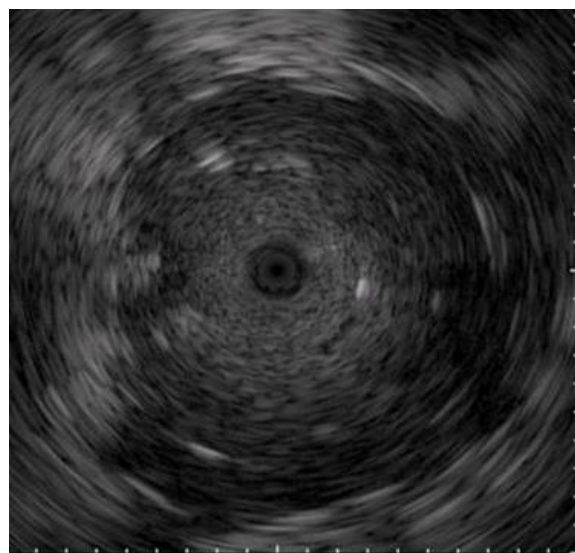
末梢気管支での超音波気管支鏡の所見(ガイドシース法)
